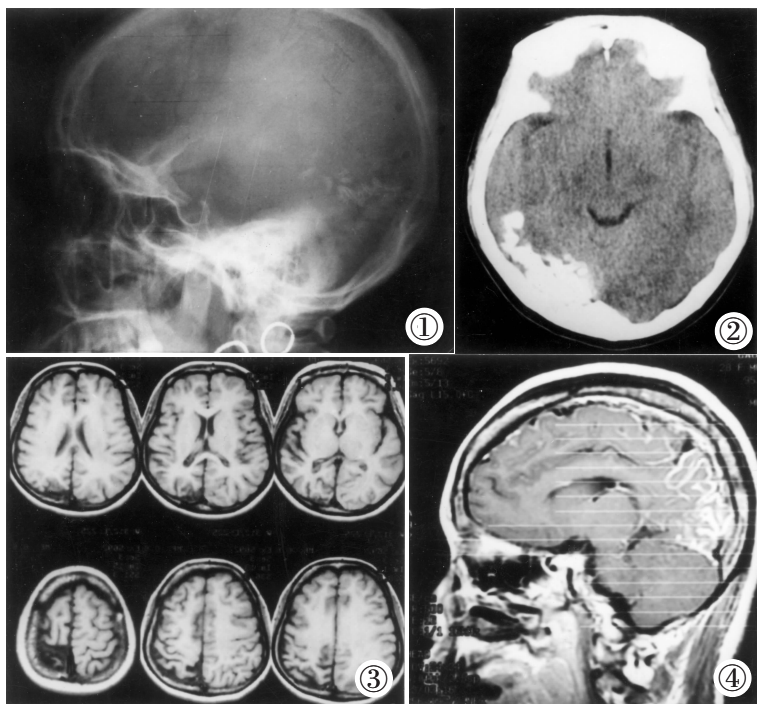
颅骨平片显示“铁轨样”钙化。图 2 CT 显示左侧枕叶不规则钙化。
